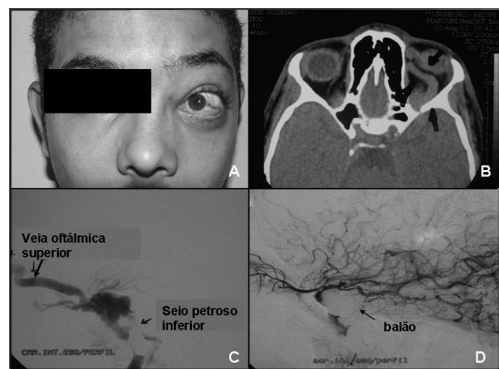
(A-D) - A - Proptose; B - Tomografia computadorizada revela veia oftálmica superior com grande dilatação; C - Angiografia digital do cérebro; D - Embolização por balão da fistula carotídeo-cavernosa.
